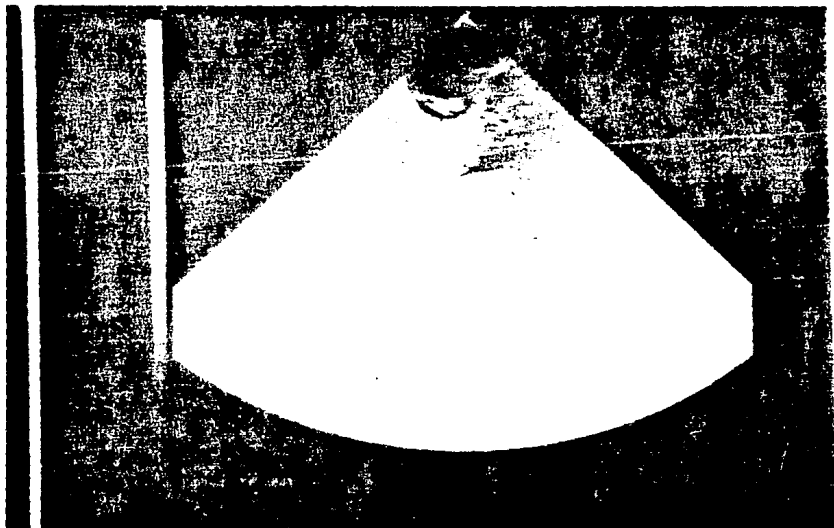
USG AXIAL IMAGEN ANECOICA CON IMAGEN ECONDENSA
